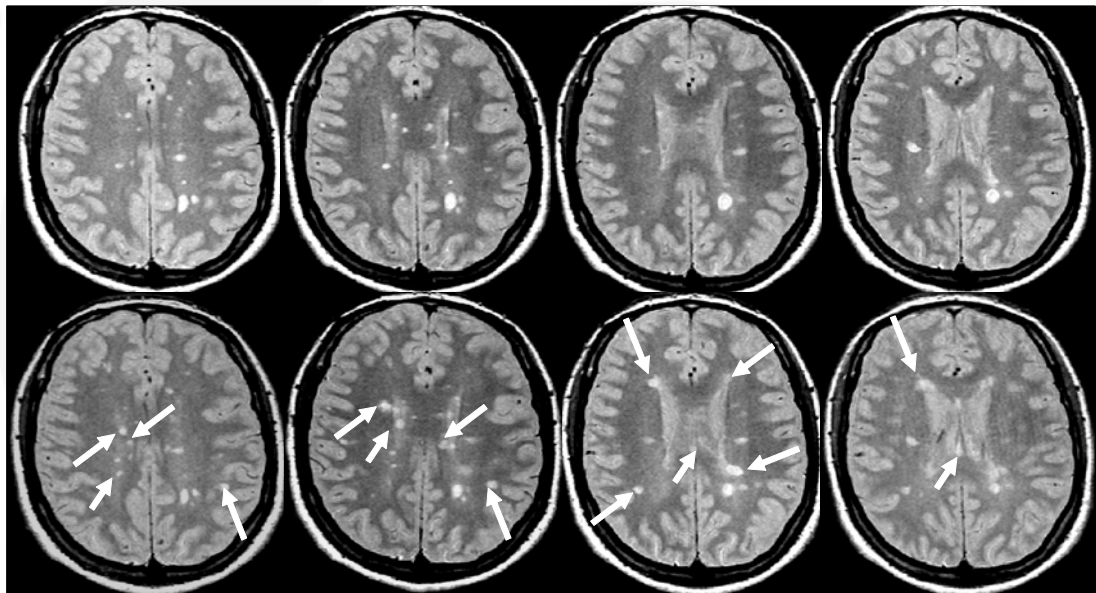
Lesiones nuevas en secuencias T2. Estudio seriado de RM cerebral en un paciente diagnosticado de EM (secuencias ponderadas en T2 con eco corto). El estudio inicial (fila superior) muestra múltiples lesiones focales de características desmielinizantes. El examen de seguimiento obtenido con las mismas características técnicas y anatómicas un año más tarde muestra múltiples lesiones nuevas (flechas).
